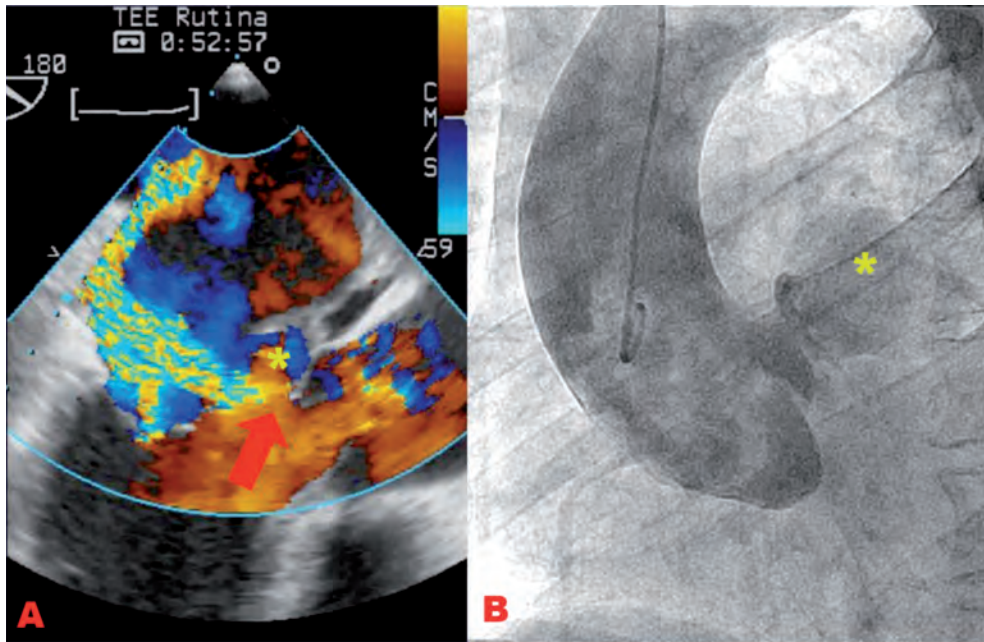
A: plano a 45° eje corto en ETE a nivel de raíz aórtica con visualización de la cavidad en el SVI (*). Con el doppler color se evidencia paso de flujo comunicando la raíz aórtica con la cavidad. Perforación mitral con insuficiencia severa (flecha). 2B: Aortografía en proyección oblicua anterior izquierda objetivando el pseudoaneurisma relleno de contraste (*), con insuficiencia aórtica ligera.
